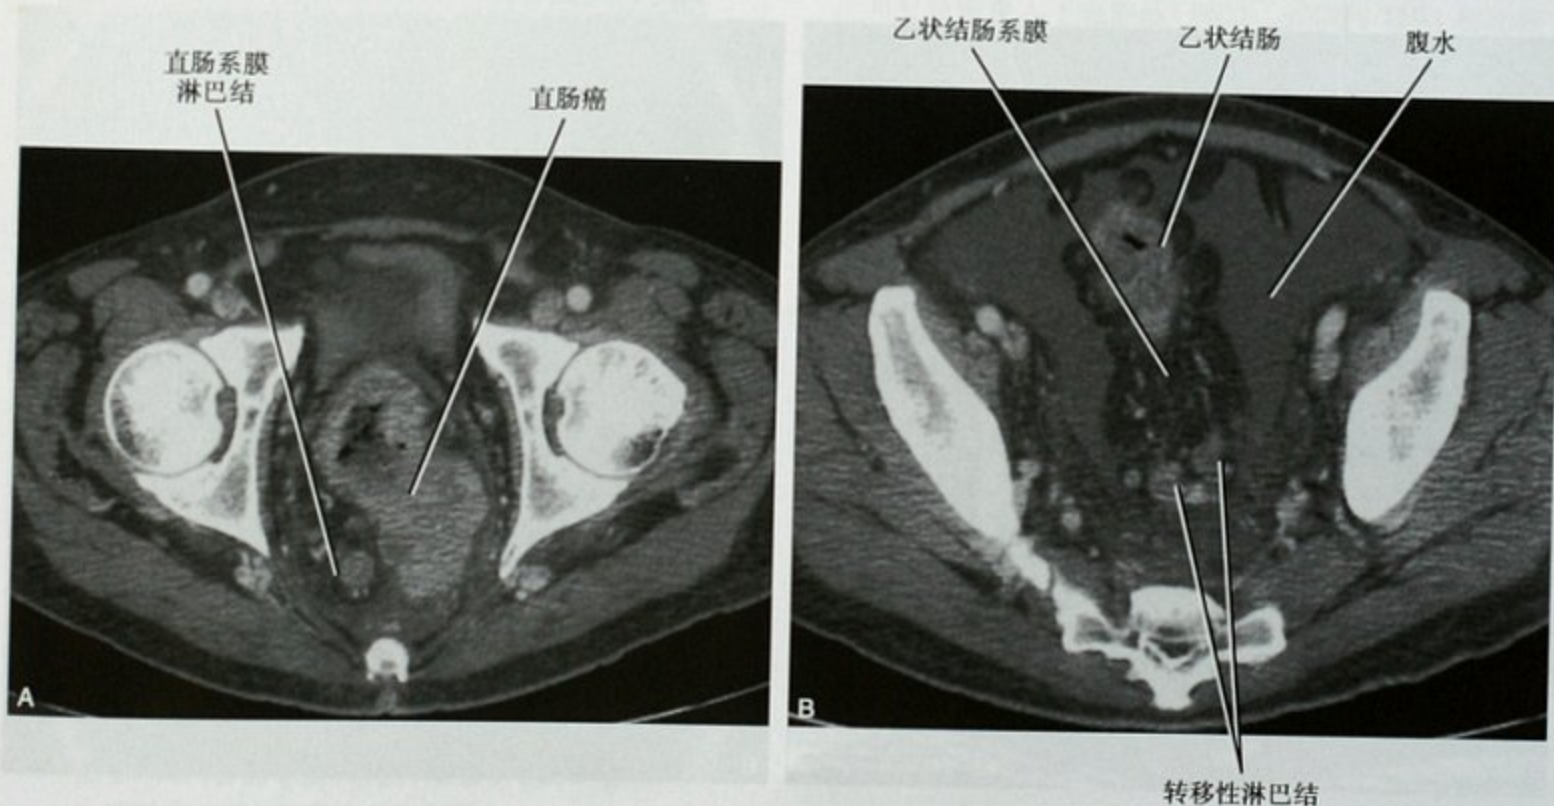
直肠癌患者盆腔增强 CT 扫描显示直肠系膜(A)和乙状结肠系膜淋巴结转移(B)
